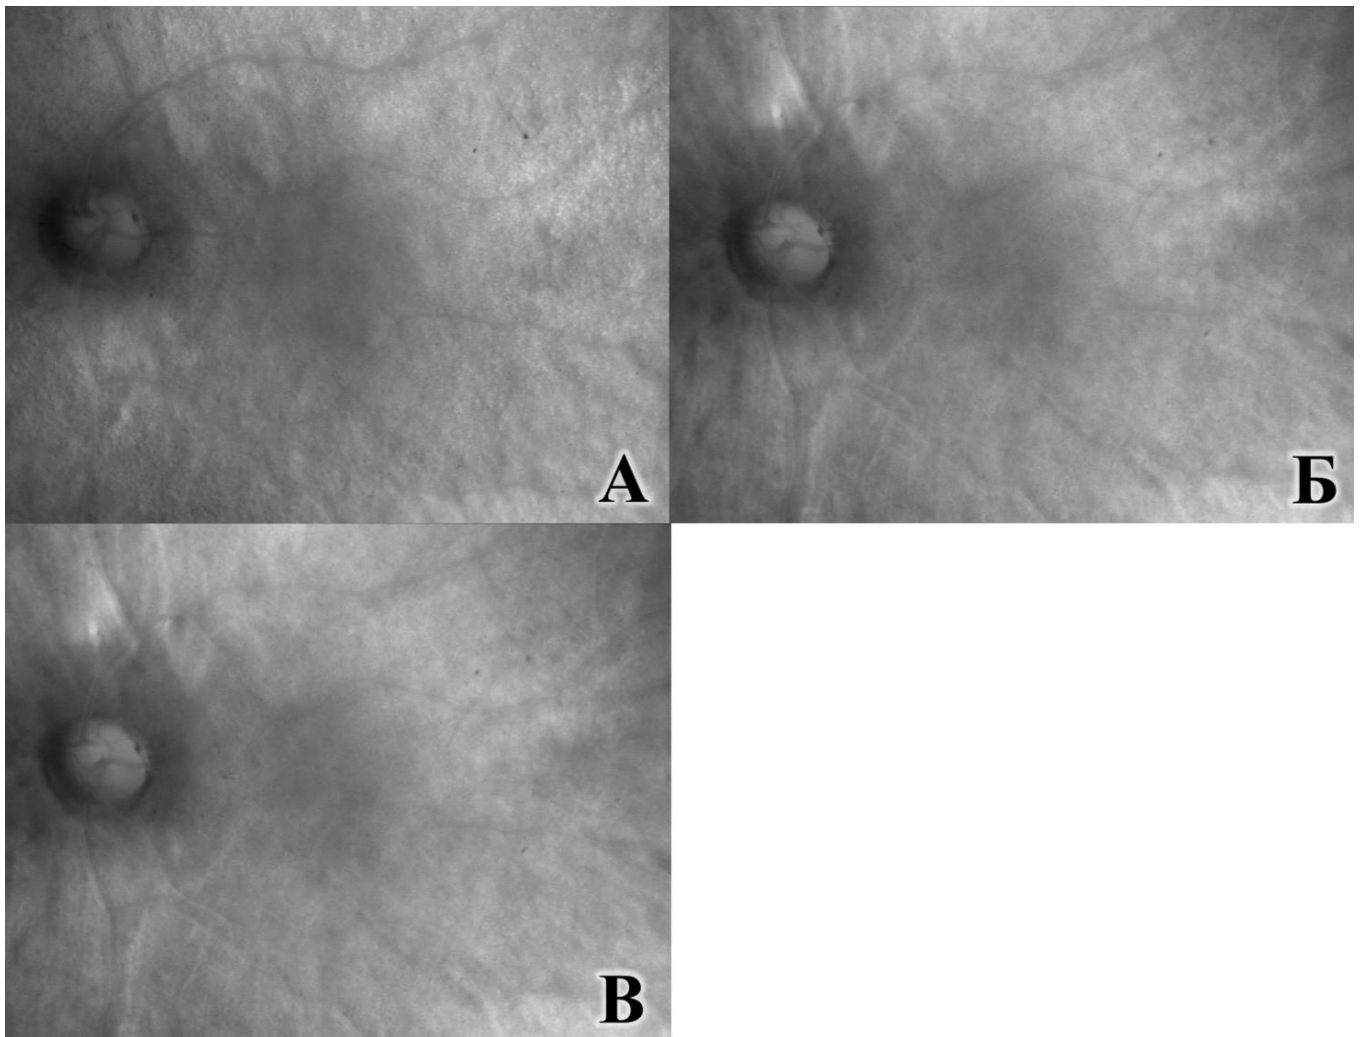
Пациент К. 35 л., ИБ Г90331\15 OS контузия глазного яблока. Изображение глазного дна в ретро-режиме. А. 1 сутки после травмы: выявляется выраженная патологическая зернистость. Б. 14 сутки после травмы: отмечается уменьшение площади и плотности зернистости. В. 25 сутки после травмы: патологическая зернистость не определяется
